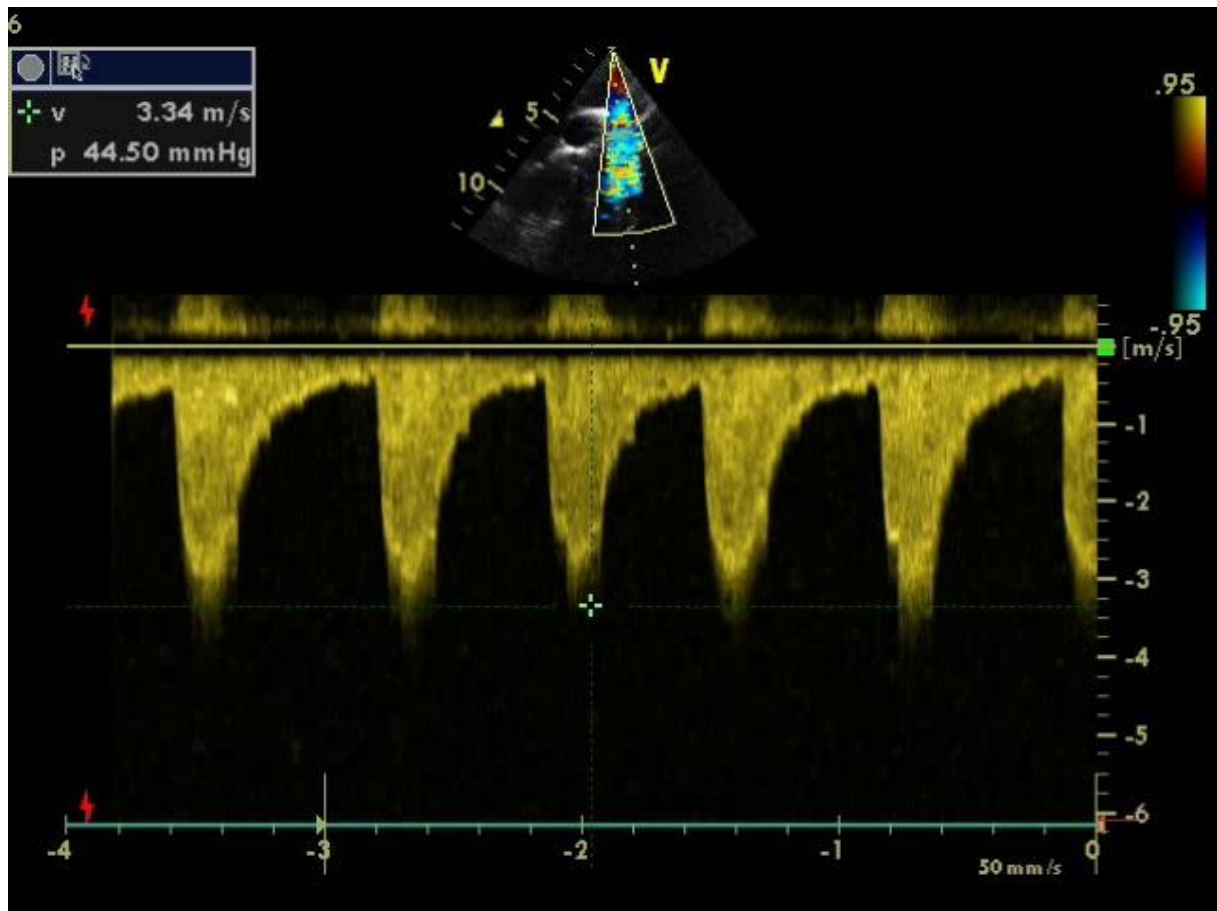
flux de coarctation doppler pulsé (unité cardio-pédiatrie au CHU Hassan
